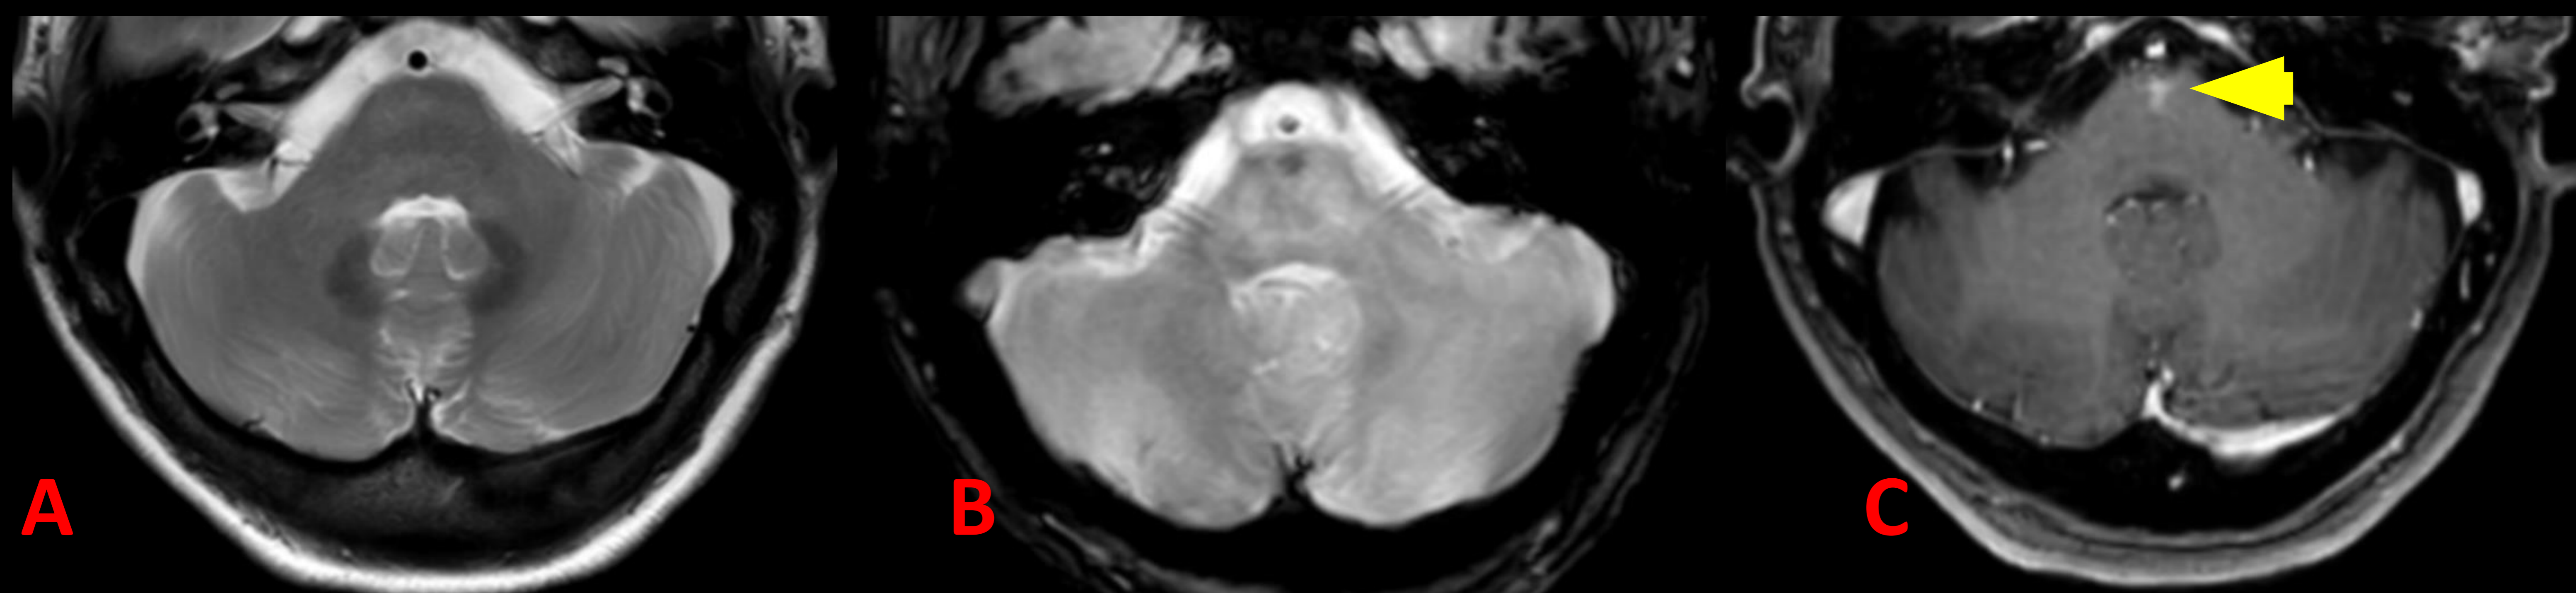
Imágenes de RM en T2 (A), FFE (B) y PROSET (C). Mujer de 65 años con lesión en puente isointensa en T2 e hipointensa en secuencia de gradiente. Tras la administración de contraste se observa realce en cepillo. Hallazgos sugestivos de teleangiectasia capilar.
